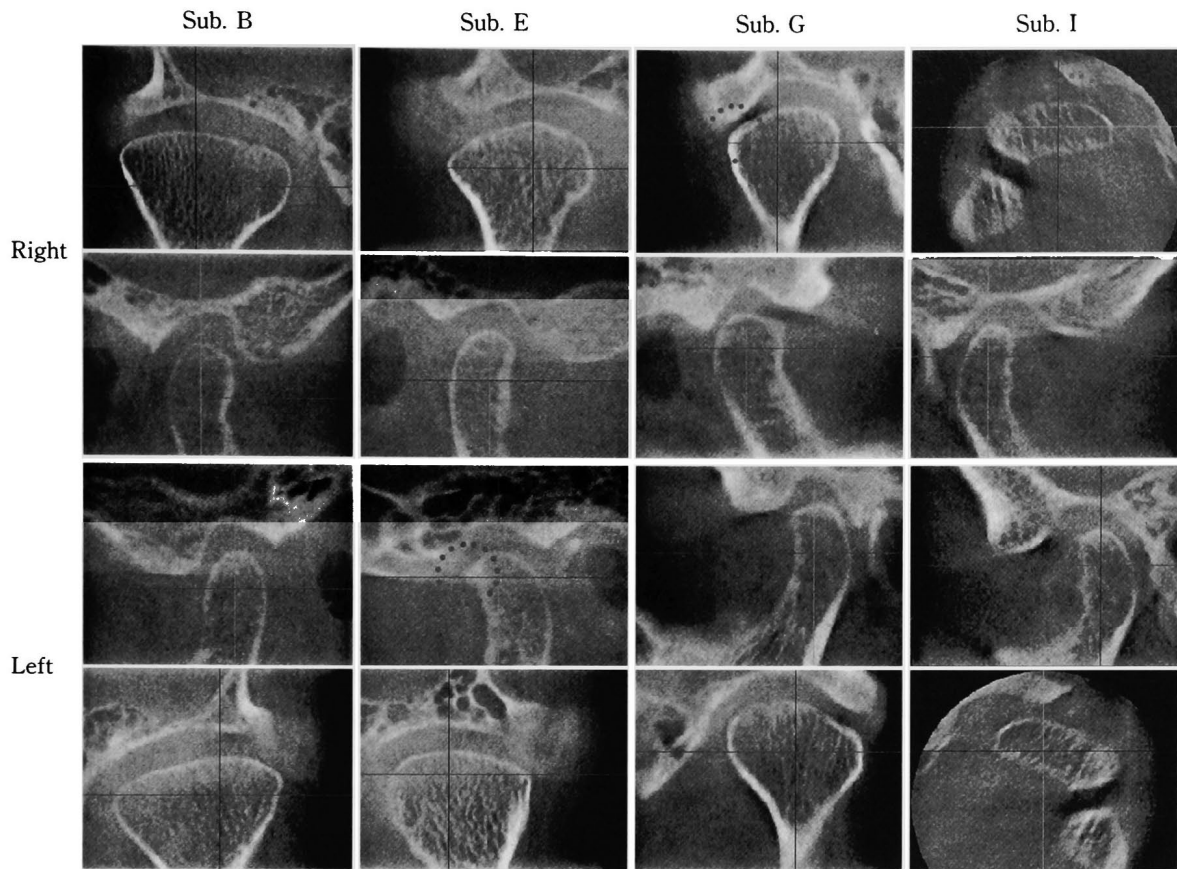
Results of radiographic evaluation for temporomandibular joint
